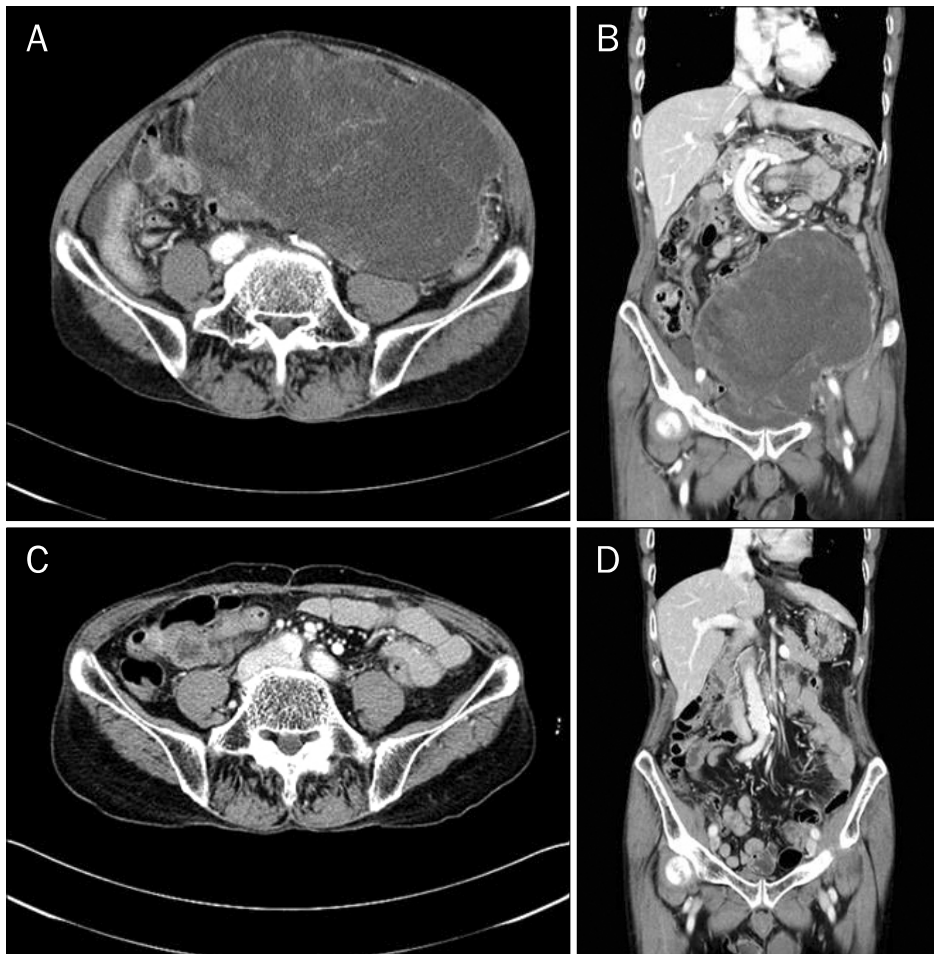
(A, B) Pre-operative enhanced computed tomography findings. The peritoneal cavity is almost occupied by heterogeneously enhancing huge mass measuring about 25×10 cm with multiple area of necrosis and inseparable from the sigmoid colon. (C, D) Post-operative enhanced computed tomography taken at 25 month after surgical extirpation. Intra-abdominal structures are normal and there is no evidence of recurrence.
